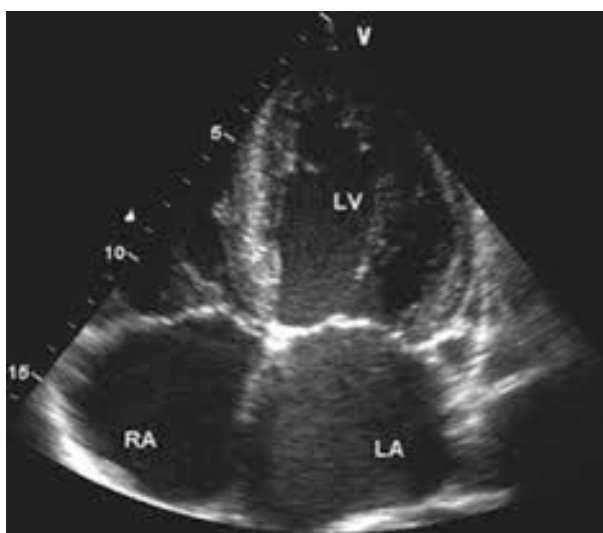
Myocardiopathie dilatée en échocardiographie 2D [68]
